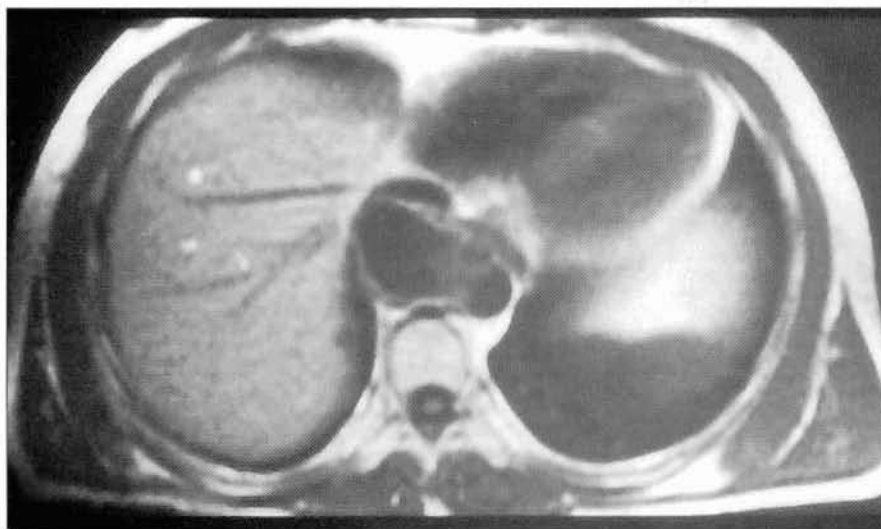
TAC torácico: imagen multilobulada en mediastino inferior relacionada íntimamente con pared aórtica.
